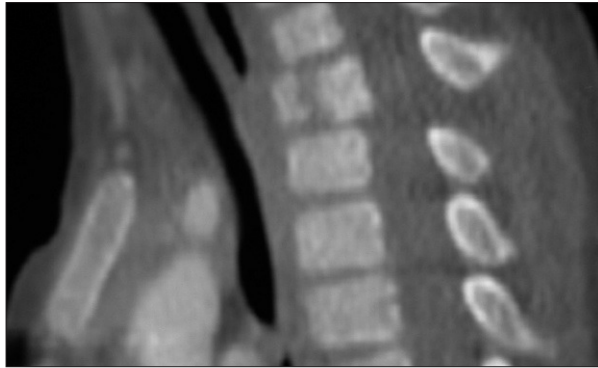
TC torácica: fractura vertebral del cuerpo anterior de D2.
